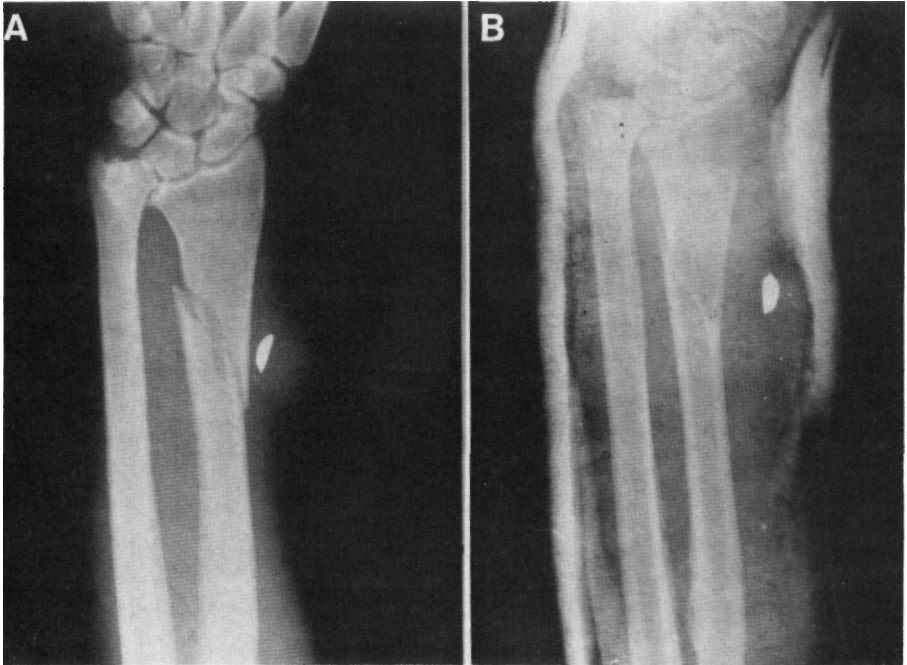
Fractura de tercio distal de radio en varón de 40 años. A) Radiografía inicial. B) Fractura consolidada después de 8 semanas de tratamiento ortopédico mediante inmovilización enyesada.
